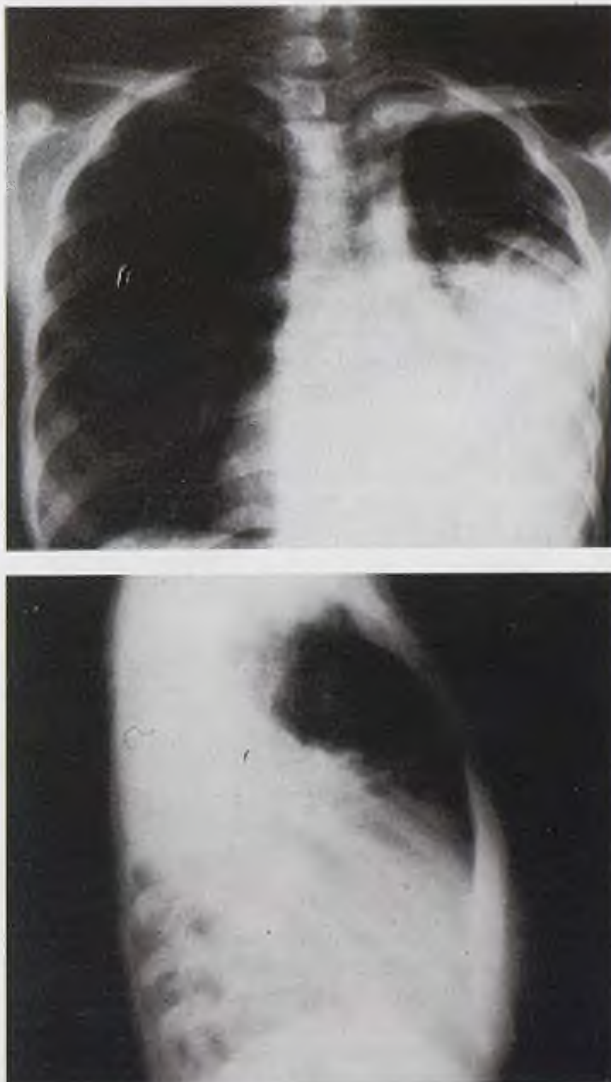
Radiografies simples de torax de la pacient.
